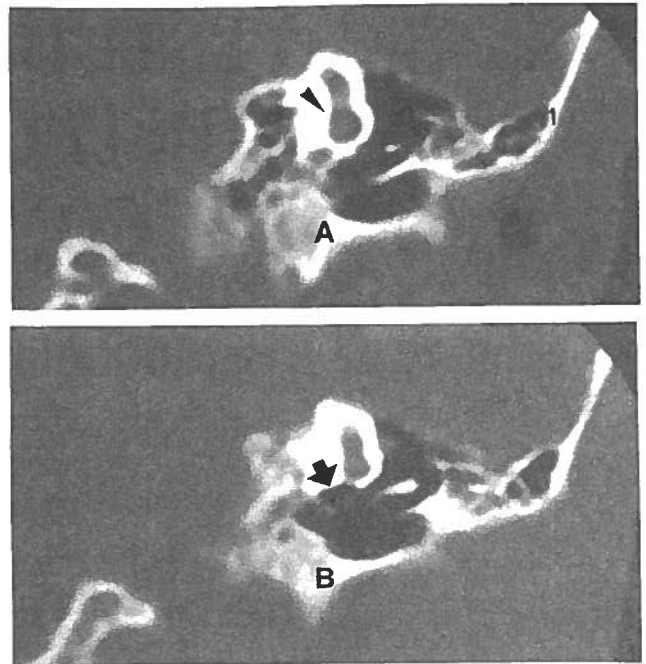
Aplasia unilateral (OD) de tipo Michel. TC no plano coronal. Existência de cavidade cocleo-vestibular única (seta em B). Esboço do canal semicircular superior (ponta da seta em A) e atresia dos canais posterior e externo.
